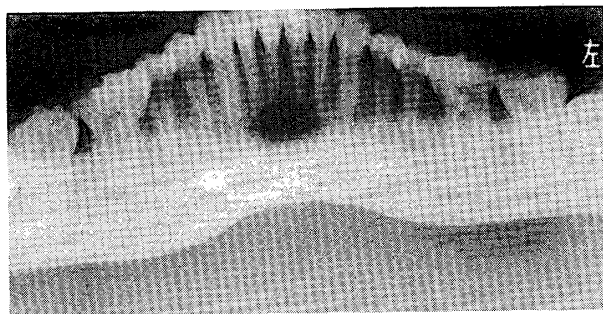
下顎正中嚢胞のパノラマX線写真（口腔内線源方式パノラマX線写真である。嚢胞はデンタル写真と同様の所見を示す）。
